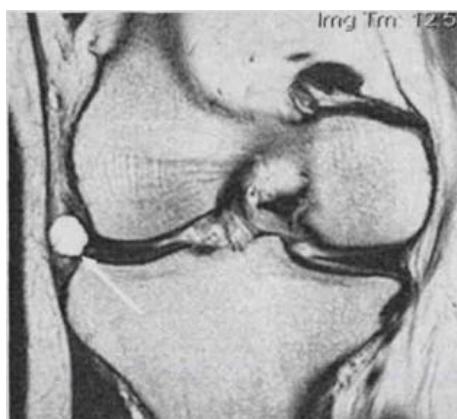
МРТ коленного сустава. Фронтальная проекция. Киста латерального мениска
